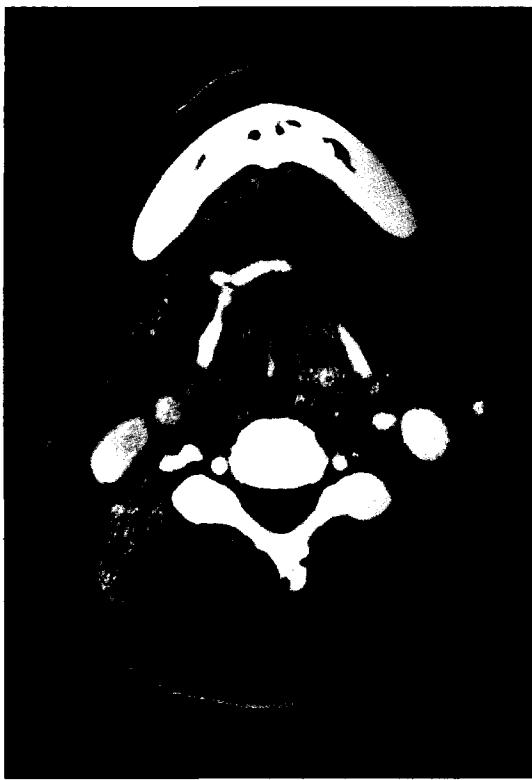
The CT finding of submucosal spread of recurrent glottic cancer after irradiation. Telolaryngoscopic finding showed normal mucosa with vocal cord fixation in this case.
